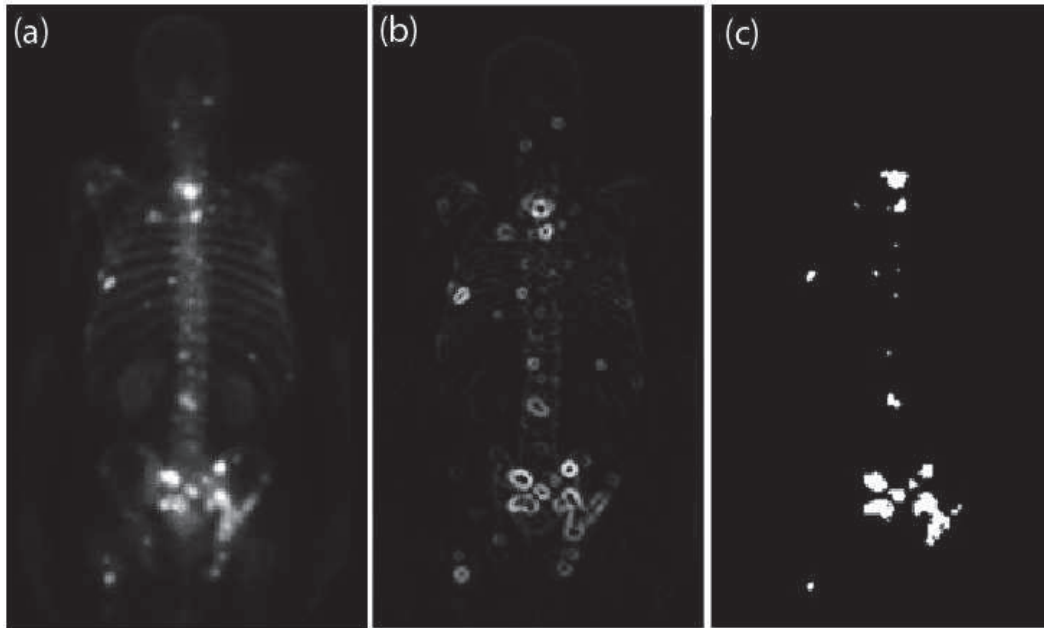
Kemik sintigrafisi görüntüsünün Watershed yöntemi ile bölütlenmesi.
